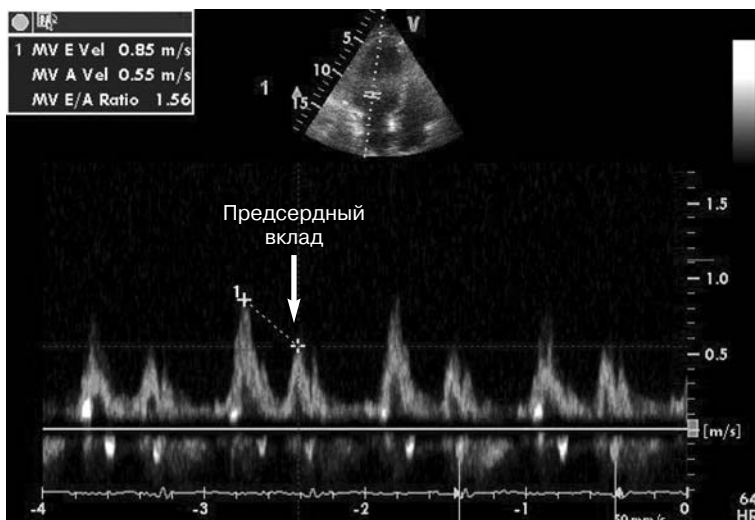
Эхокардиография (от 20 мая 2011 г.): импульсная доплер-эхокардиография указывает на сохранение соотношения пиков  $E/A = 1,56$ , что свидетельствует о полноценной систоле предсердий
